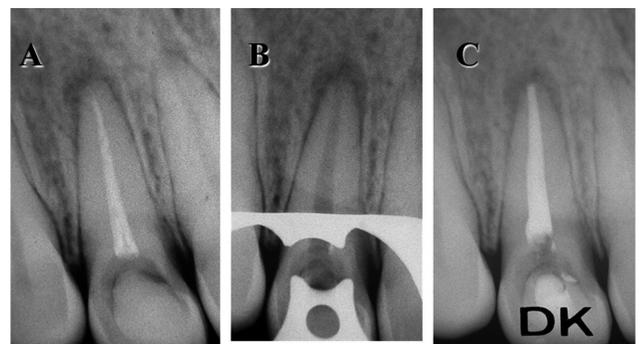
A: Radiografía preoperatoria. Incisivo superior con un tratamiento endodóntico deficiente y radiolucidez periapical. B: Radiografía posterior a la remoción de la gutapercha, sin restos del material de obturación primario. C: Radiografía posoperatoria inmediata al retratamiento.
